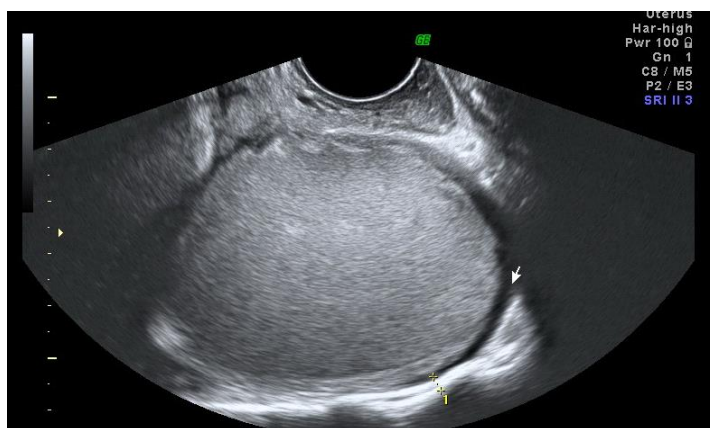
2D – УЗИ: в структуре пораженной гонады визуализируется РЭОЯ с толщиной стенки 2,9 мм с двойным контуром у наблюдаемой с диаметром 47 мм.
